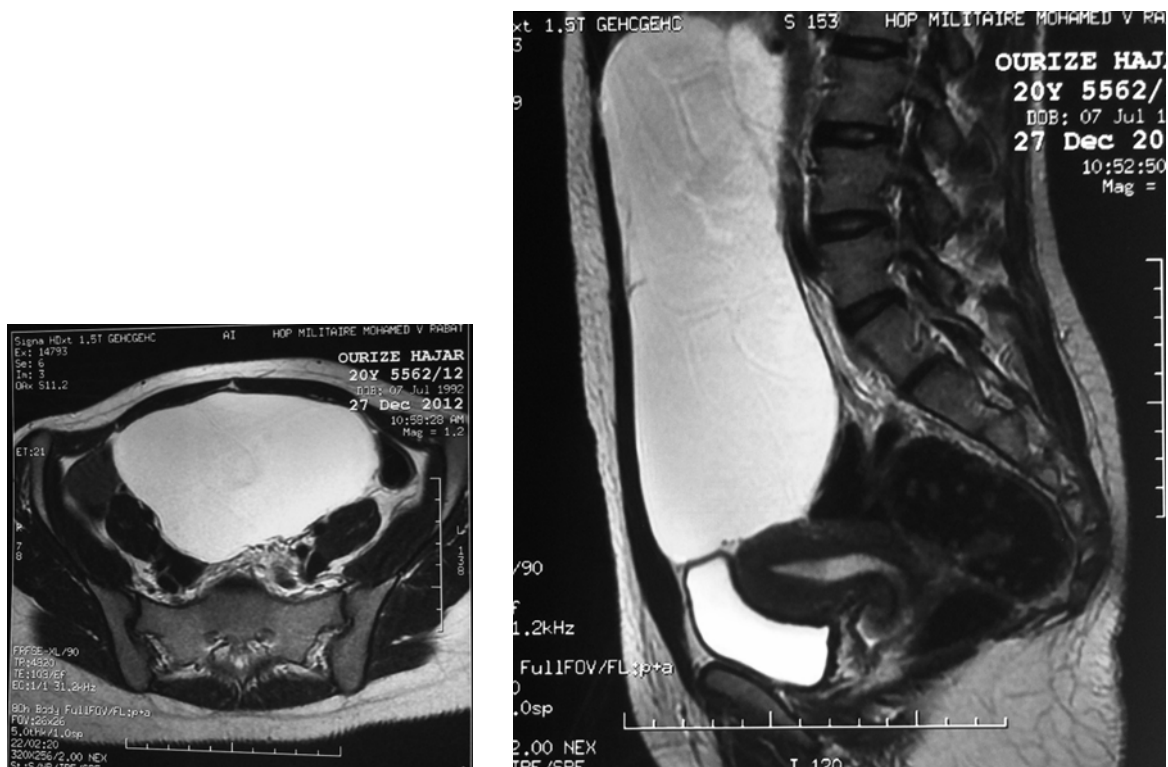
IRM montrant une volumineuse masse abdominopelvienne parcourue de fines cloisons et refoulant vers le bas la vessie et l'utérus.
